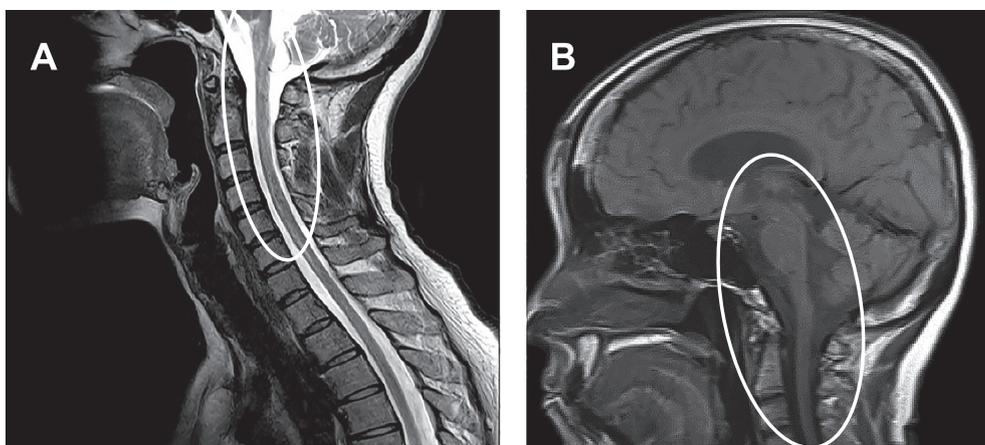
MRI findings of this case.
